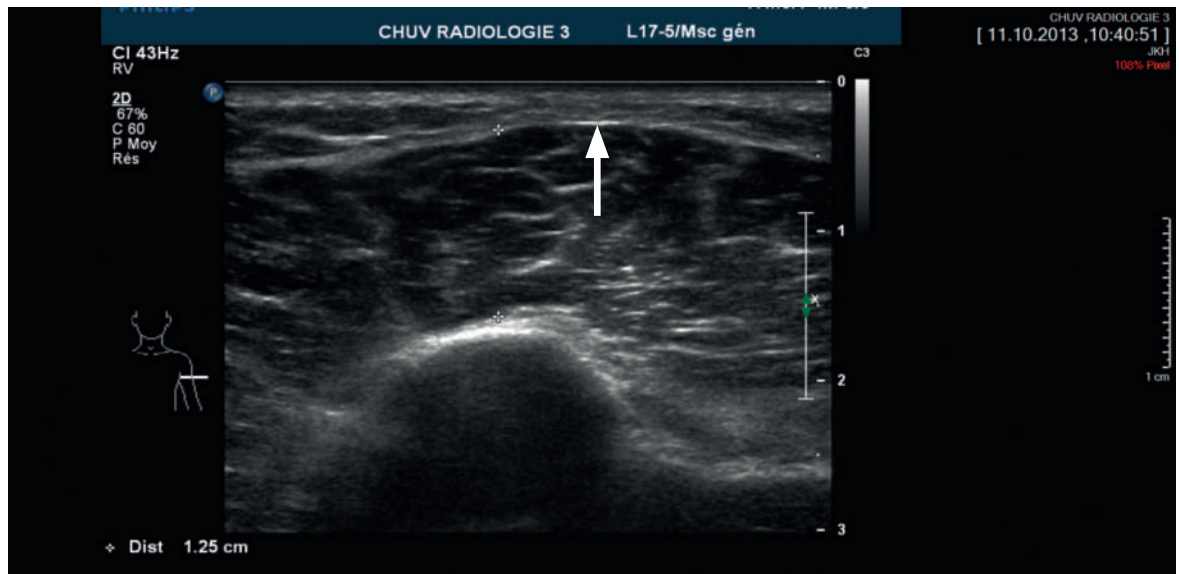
Ultrason révélant une perte de la couche graisseuse au niveau de la partie centrale de lésion trois mois après l'injection.
